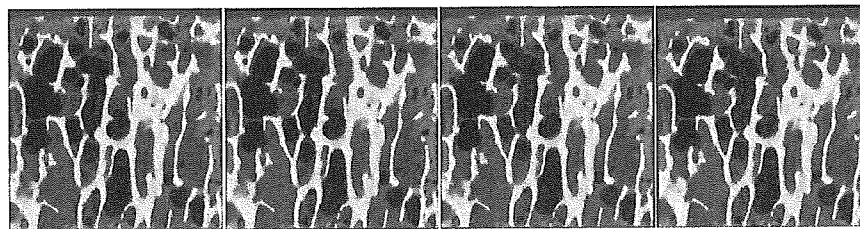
HIP069 マイクロ CT 画像
